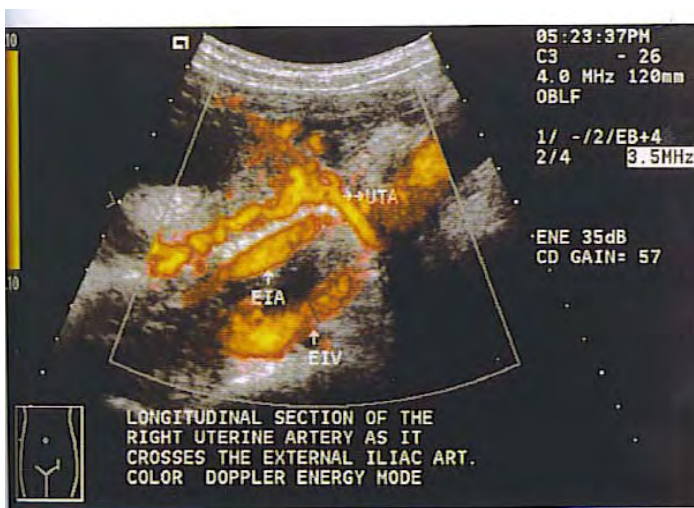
Imagen Doppler color de energía mostrando la arteria uterina en su aparente cruce con la arteria iliaca externa. Sitio adecuado para tener perfiles de onda. (Doppler en Obstetricia, Daniel Cafici. 2008)
